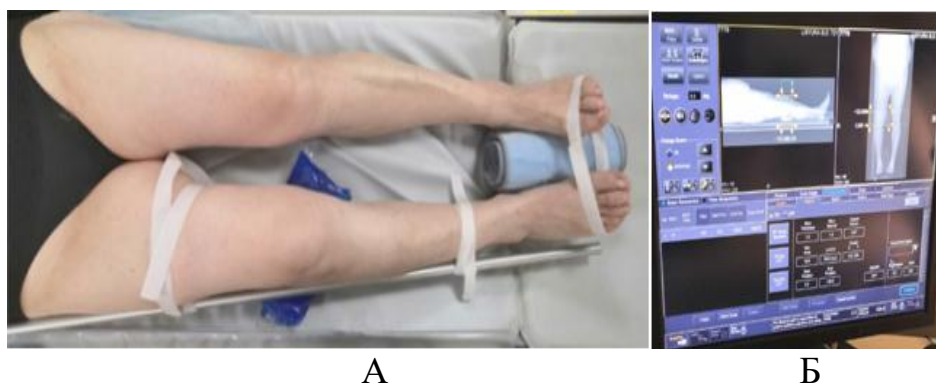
Укладка нижней конечности пациента при выполнении КТ с калибровочным стержнем (А); отображение данных на мониторе томографа (Б)
